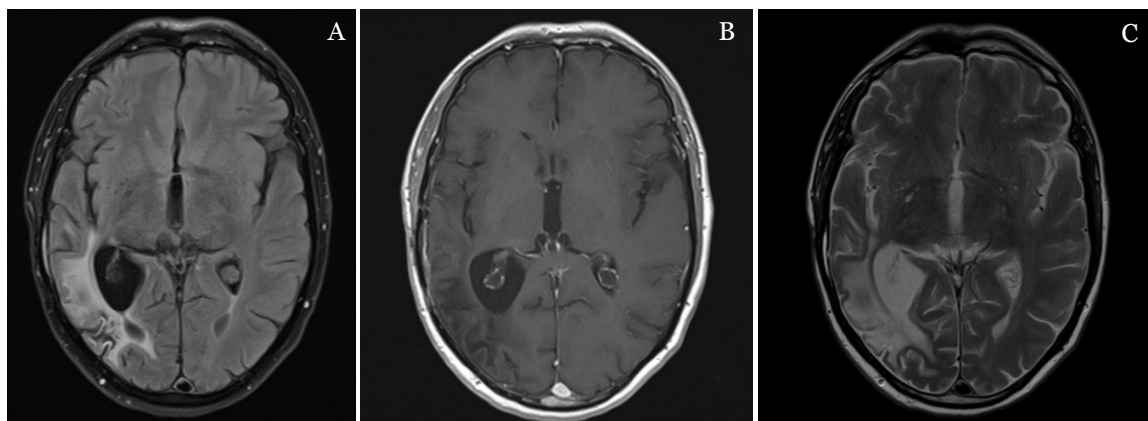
RM CE 24/11/2017 (A-C: FLAIR axial, T1 Gad axial, DP T2 axial).
